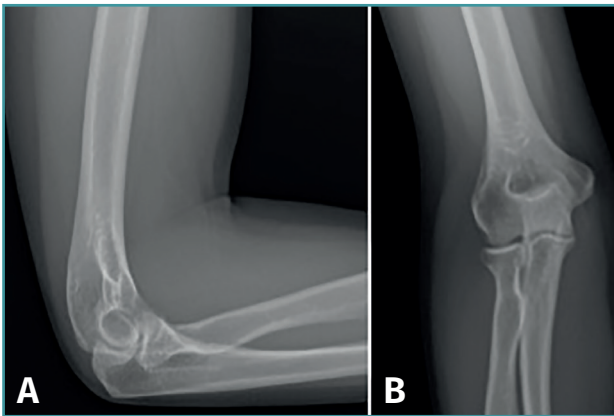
Radiografía anteroposterior y lateral del codo. Habitualmente, no muestran ninguna alteración, salvo en casos de larga evolución en los que se pueden ver calcificaciones del extensor carpi radialis brevis.
